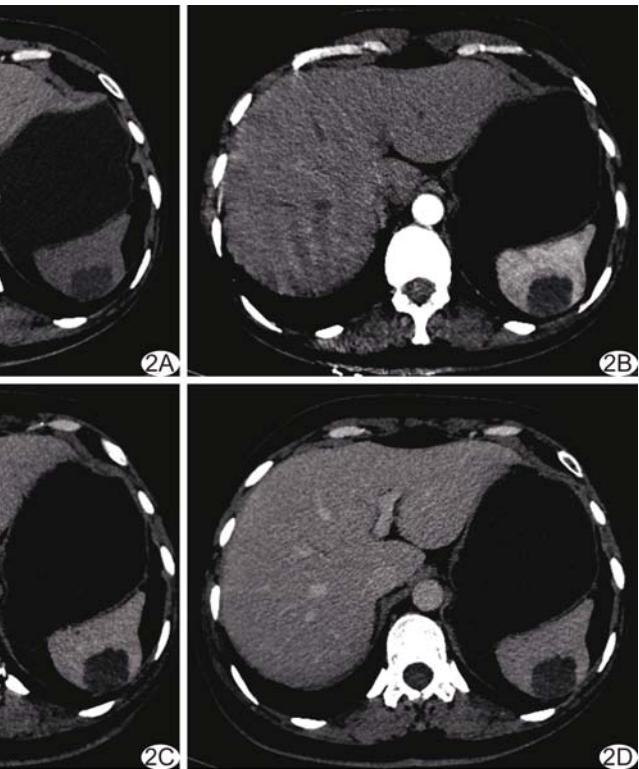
患者女,43岁,脾淋巴管瘤,轴位CT表现 A. 平扫示脾脏上份低密度肿块; B~D. 动脉期(B)、静脉期(C)及延迟期(C)肿块均未见强化
